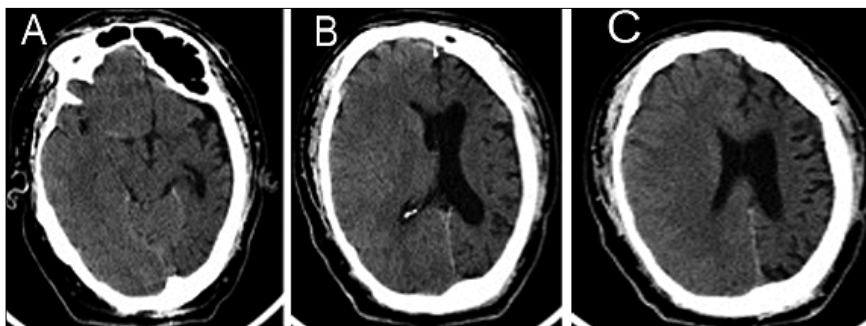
Tomografía axial computada de cráneo fase simple. A. Disminución del volumen de parénquima cerebral, aumento muy importante en la neumatización del seno frontal izquierdo; B. Disminución de volumen de parénquima cerebral izquierdo asociado a dilatación del sistema ventricular ipsilateral, aumento en el grosor del diploe frontal izquierdo; C. Hemiatrofia cerebral izquierda, aumento de espacio subaracnoideo, calota ipsilateral engrosada.
